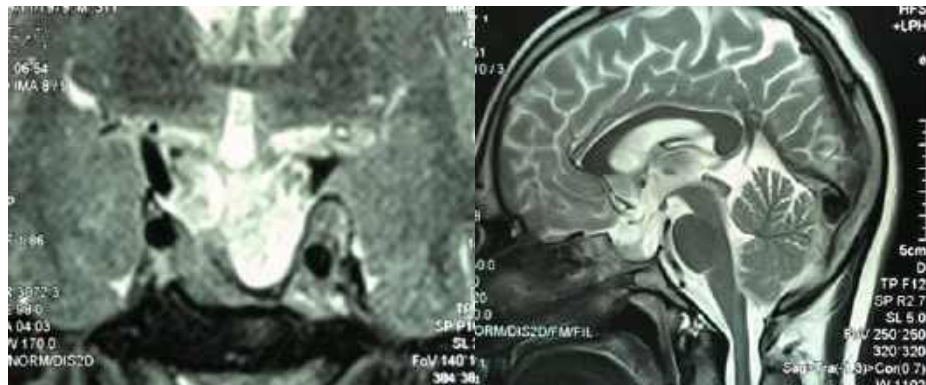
Спостереження №20. Хворий К-ць, 31 рік (історія хвороби №4511/2). Контрольні знімки МРТ через 6 місяців після операції та променевої терапії.
